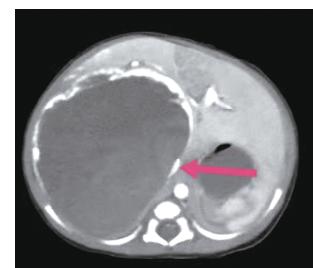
腹部增强CT(箭头示上腔静脉受压变细并内移)
